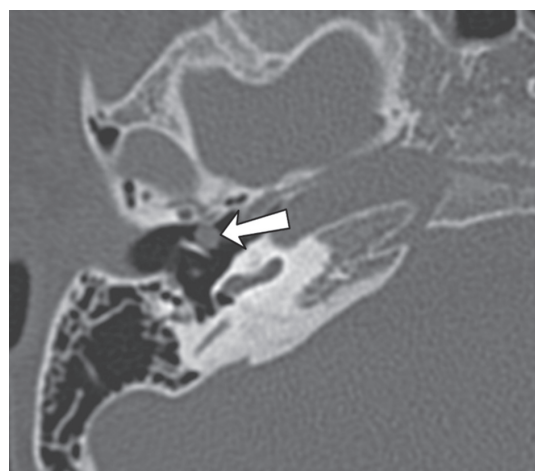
КТ правой височной кости. Стрелкой отмечена врожденная холестеатома
